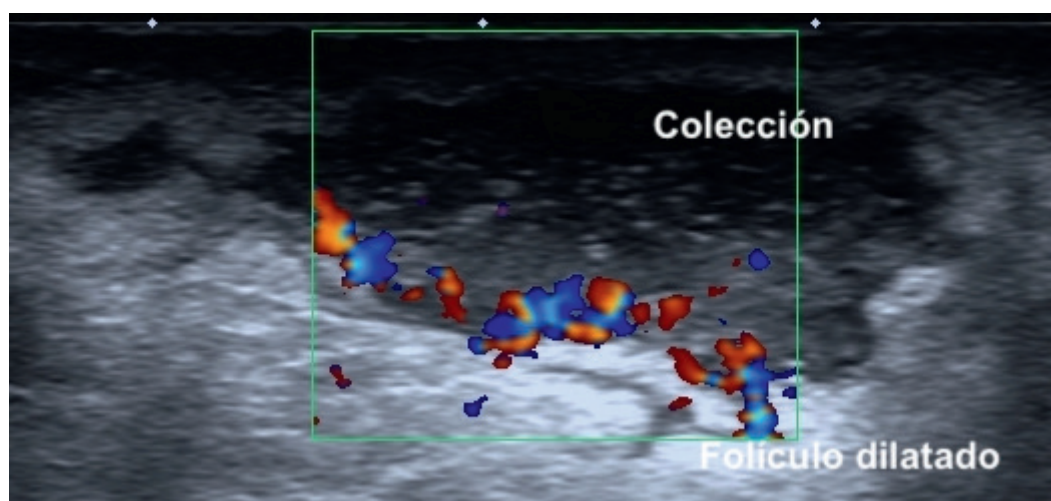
Imagen ovalada de bordes lobulados bien definidos, con múltiples ecos particulados en su interior y reforzamiento acústico posterior, correspondiente a colección. En la exploración Doppler demuestra aumento de la vascularización, que indica actividad inflamatoria.
